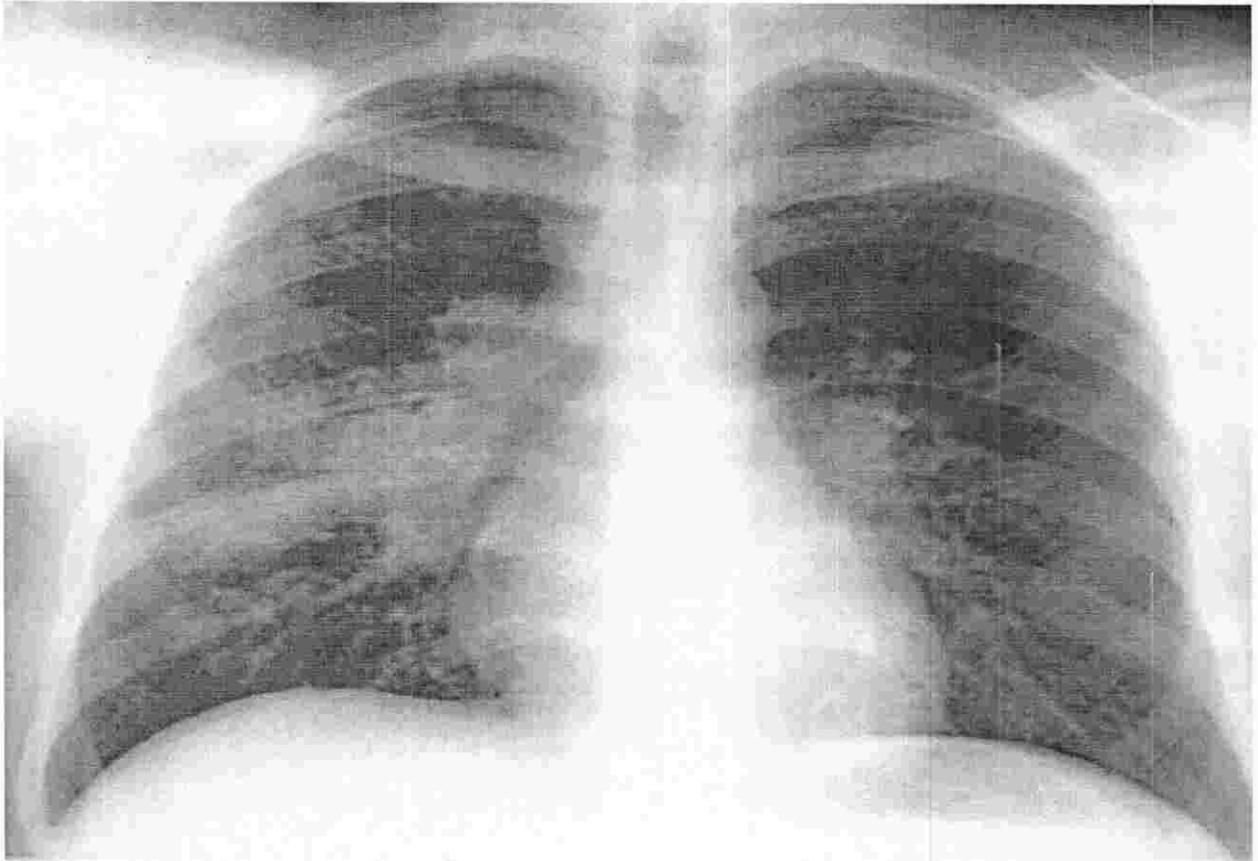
Radiografía de tórax (Ryan y Ray, 2009).
